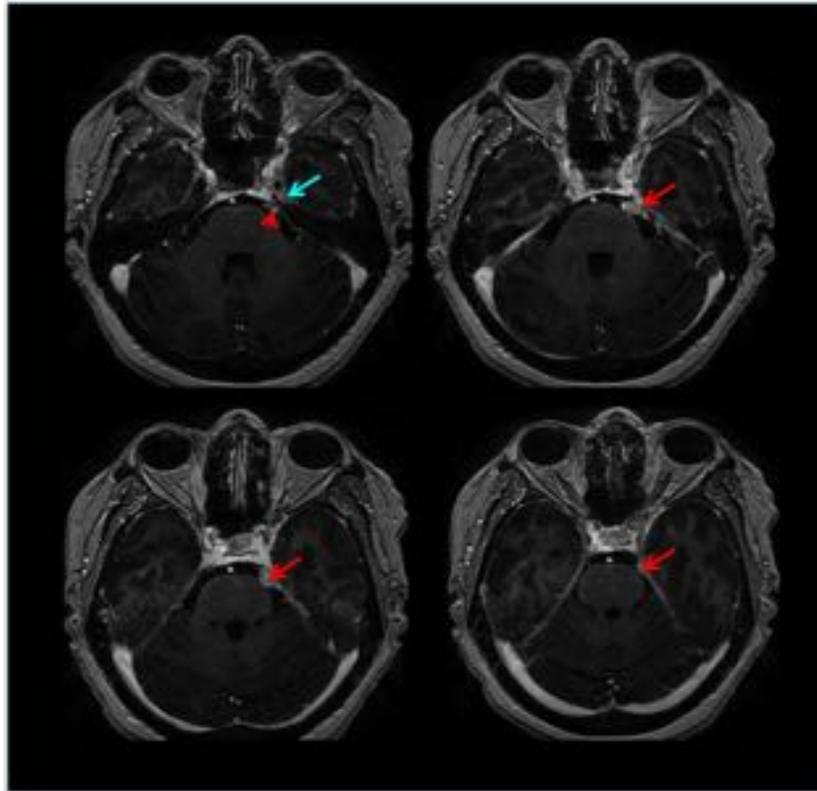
Meningioma en cavum de Meckel izquierdo (flecha azul) que se extiende a cisterna prepontina (flecha roja). RM axial T1 con contraste.
